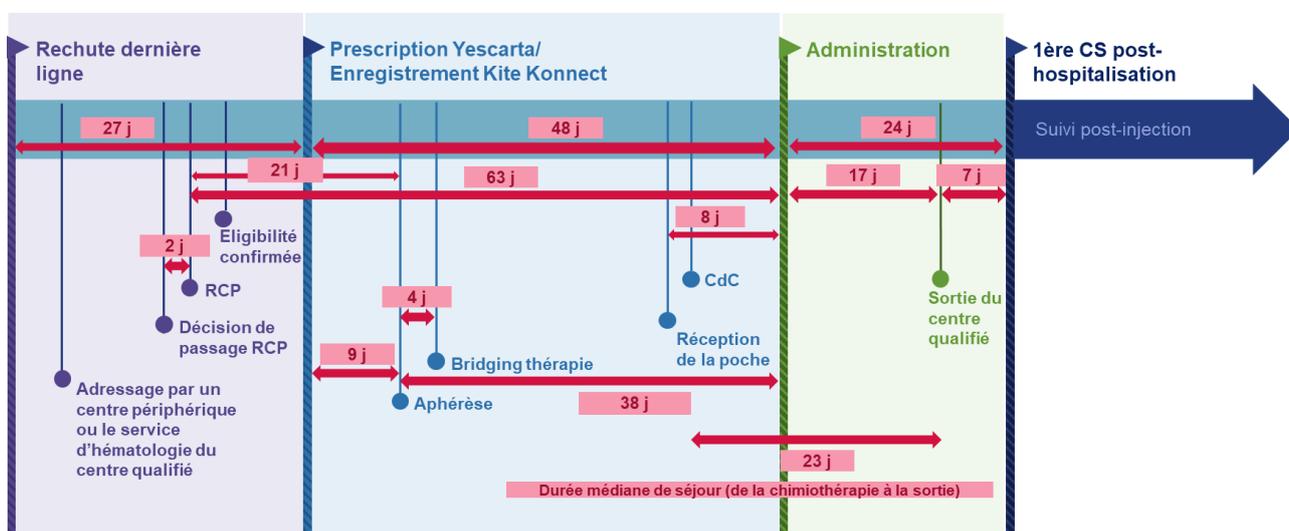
Délais médians des étapes du parcours de soins (étude IMPA-CT)
